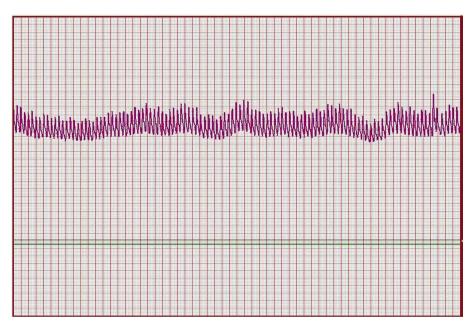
Гипертензионный тип кривой инфузионно-нагрузочного теста. Figure 3. Hypertensive type of infusion-stress test curve.
